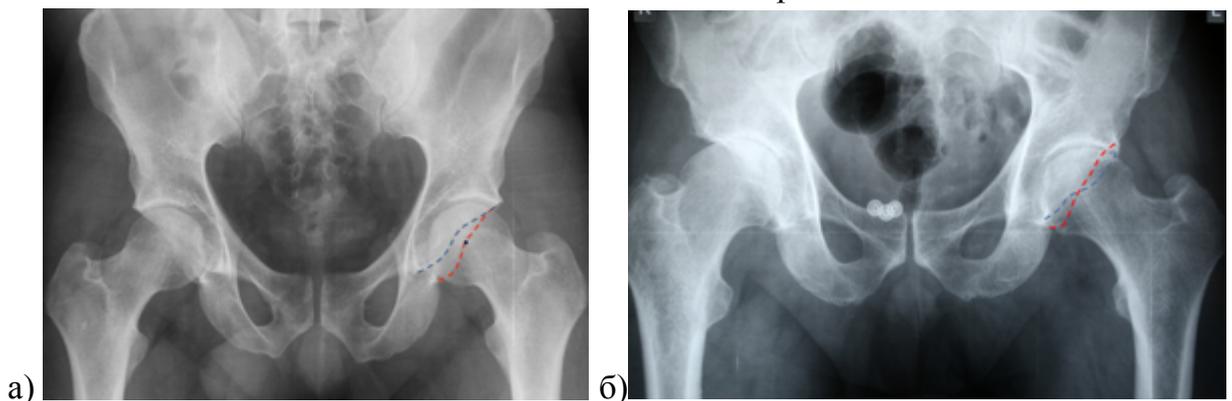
Прохождение линии краёв вертлужной впадины на обзорной рентгенограмме таза: а) нормальное положение краёв – линии переднего и заднего края не пересекаются, и линия заднего края проходит через центр головки бедренной кости; б) симптом перекреста – пересечение линии переднего и заднего края вследствие гипертрофии переднего края
